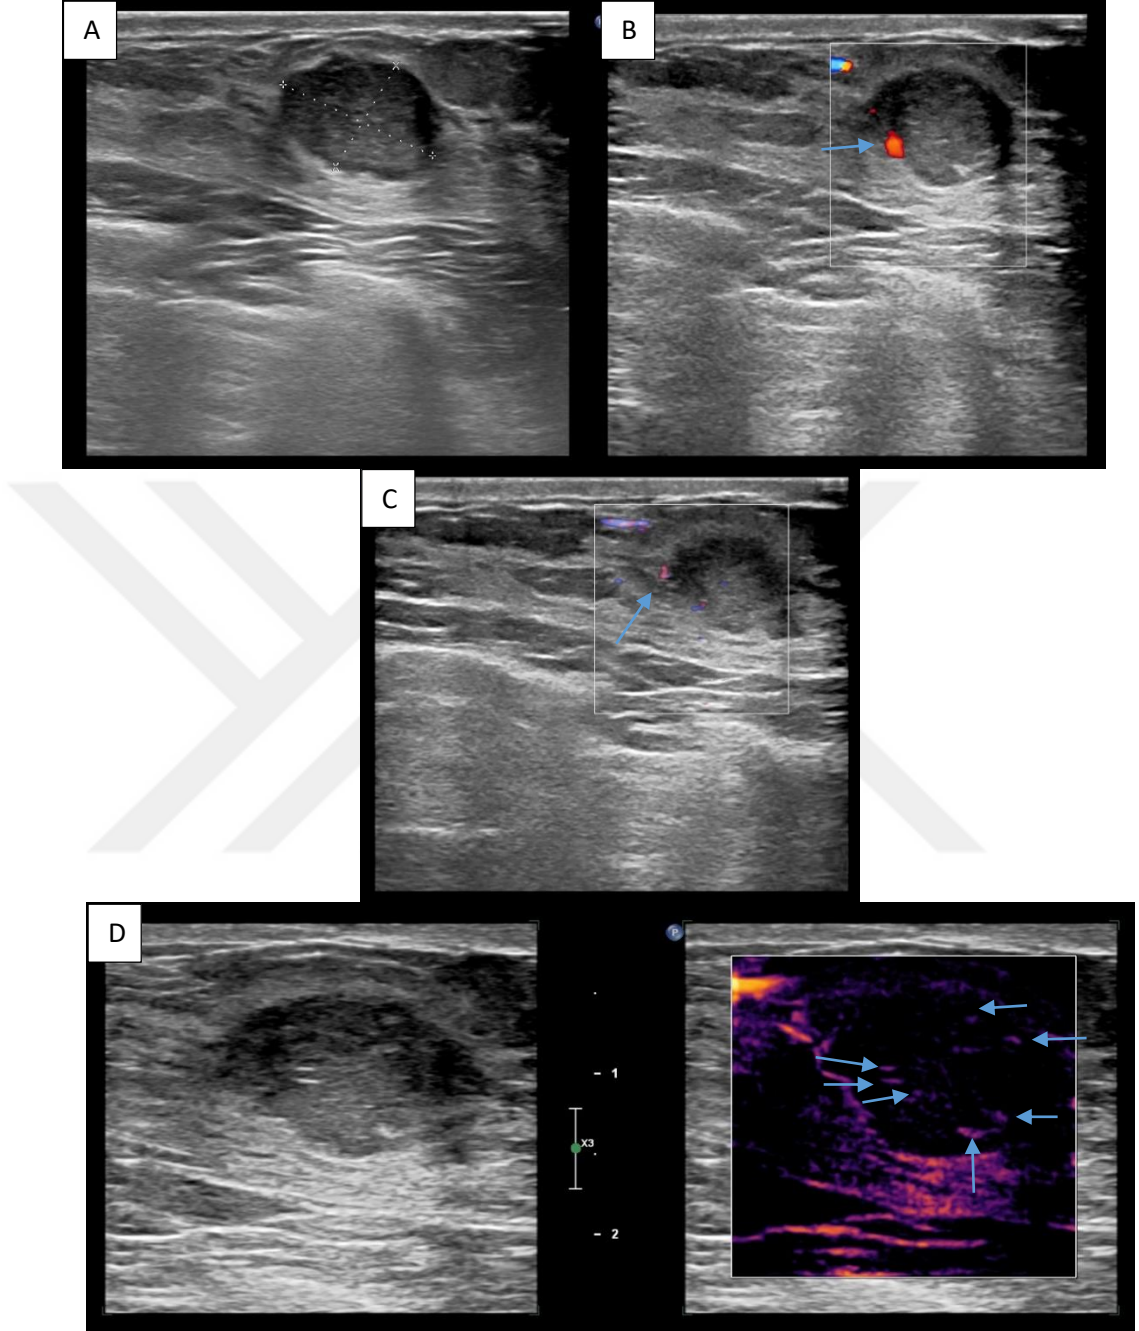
36 yaşında kadın hastanın sağ meme üst iç kadranda ki kötü sınırlı, yer yer açılı kenar özelliği gösteren lezyonu BI-RADS 4 olarak değerlendirildi (A). Patolojik tanısı benign filloides tümör olarak raporlandı. Hastanın renkli Doppler (B) ve power Doppler (C) incelemelerde belirgin vaskülarizasyon saptanmazken mikroakım görüntülemeye (D) lezyonda 3 adet noktasal vasküler yapı gösterilmektedir (oklar).
